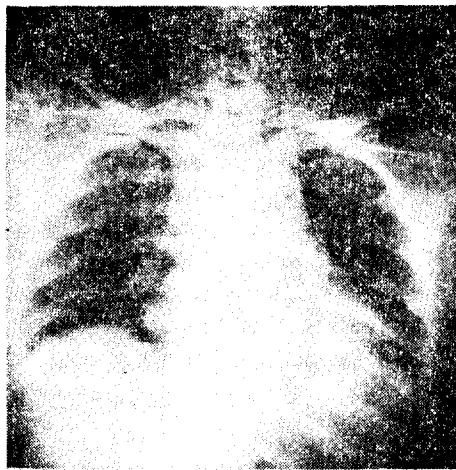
Chest X-ray film on the day of trauma reveals subcutaneous emphysema with metallic density in the left neck. (case 2)
